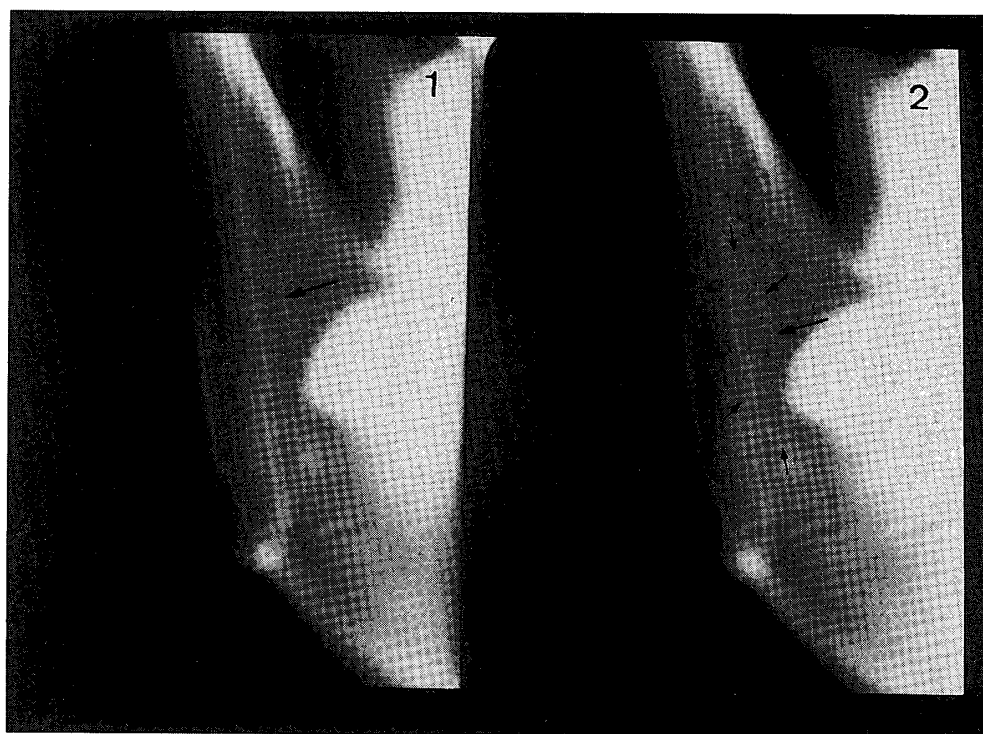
Cross-sectional tomographic cuts. The canal is located buccally. The mandibular canal was shown to be elliptical (arrows).
